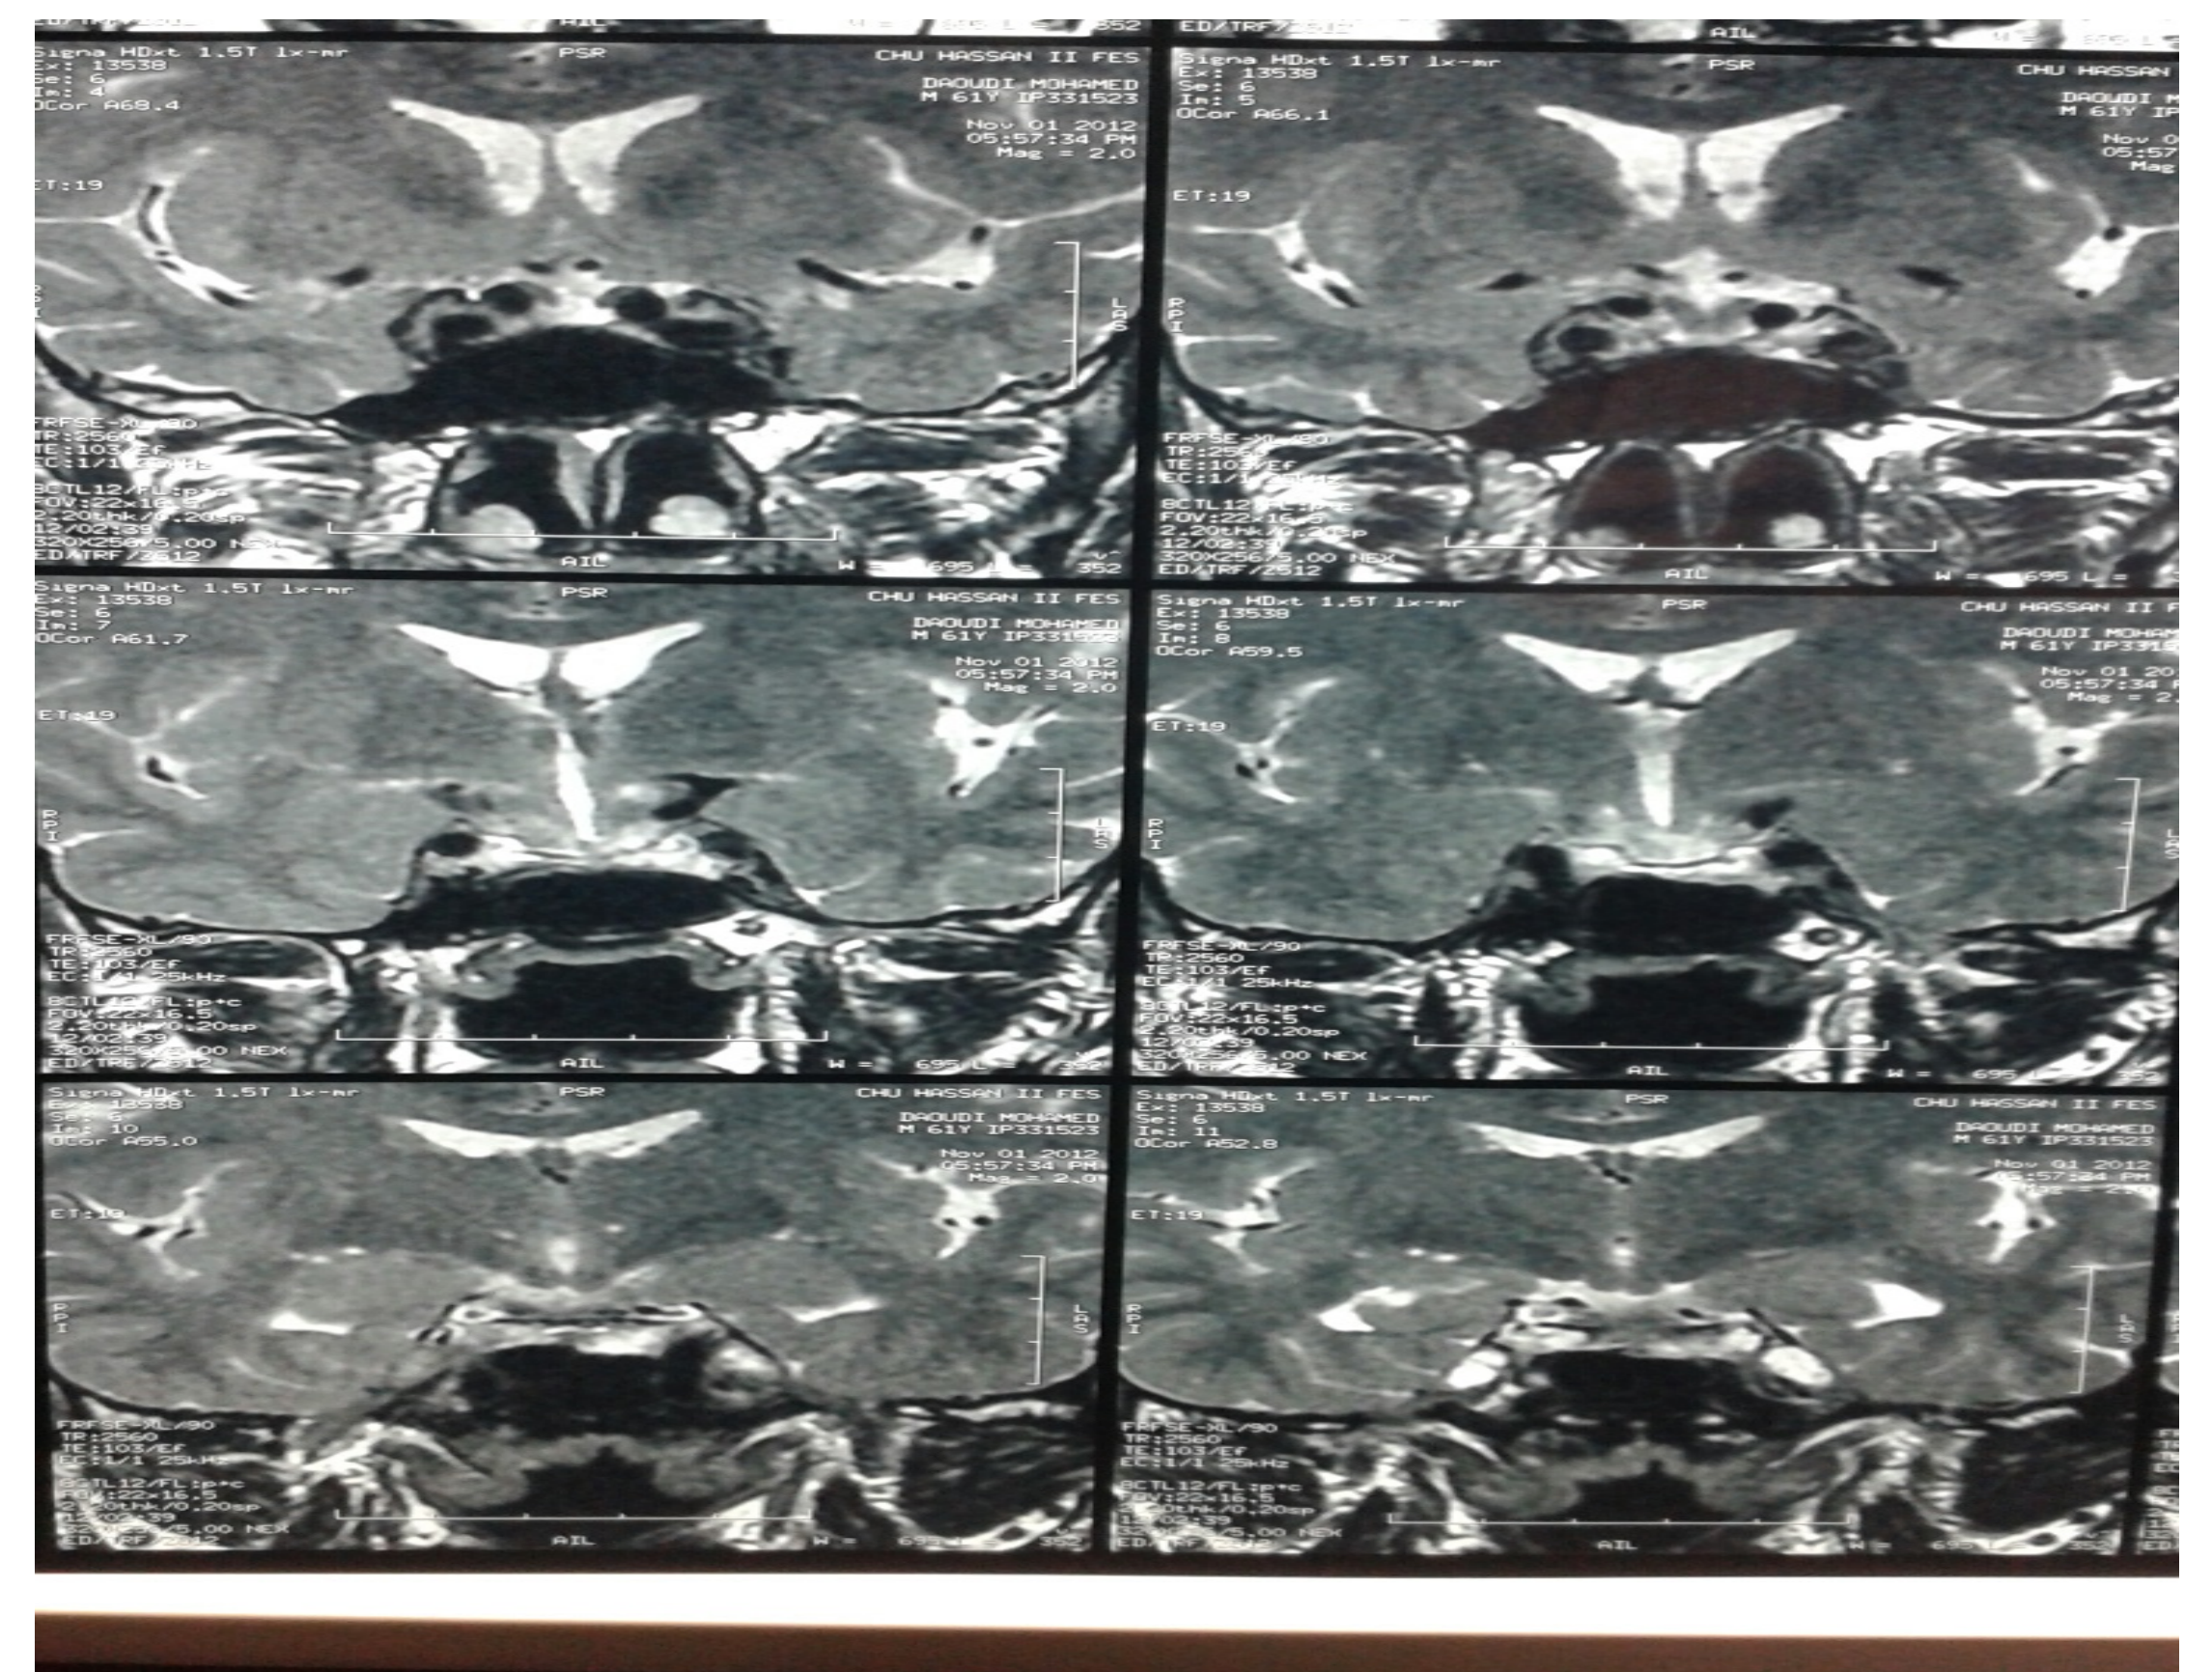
IRM hypothalamo-hypophysaire mettant en évidence un aspect élargi de la selle turcique avec glande hypophyse atrophique.
